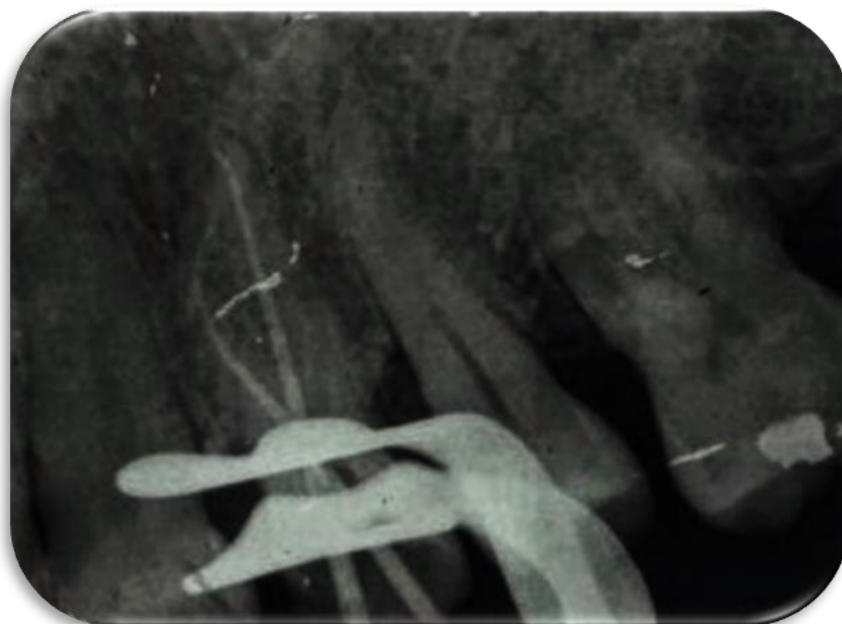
Radiografia periapical com a prova do cone (condutos vestibulo-mesial e palatino).
